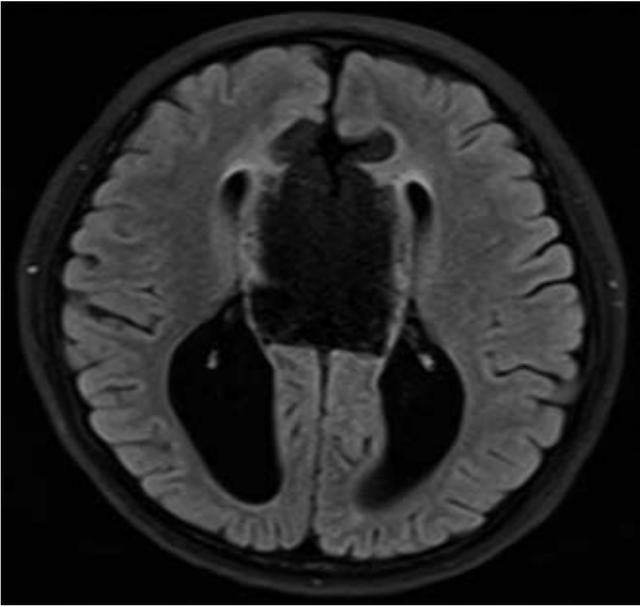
Corte axial de resonancia magnética con supresión grasa que identifica masa hipointensa en topografía pericallosa anterior.
